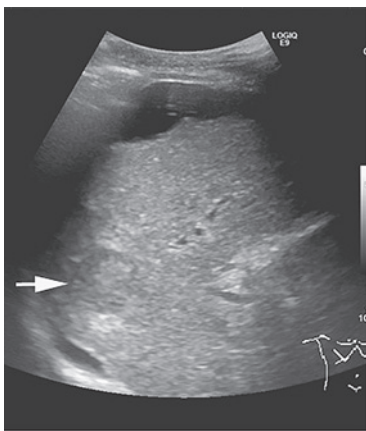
入院時腹部エコー 23mmの腫瘍性病変 (矢印)
